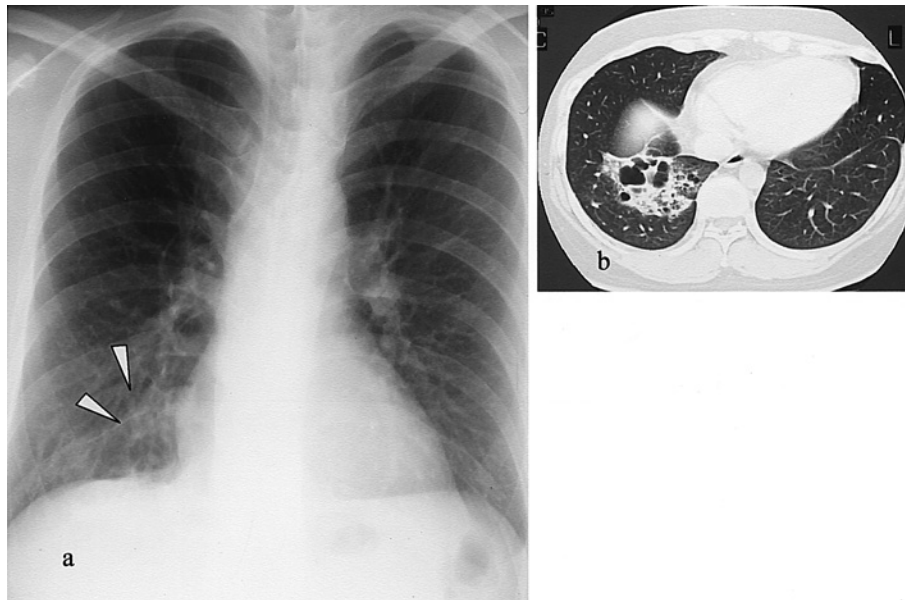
Chest radiographs showing a node in the right lower lobe (a). Chest computed tomography using a venous bolus injection showing the node and cystic lesion with calcification in the right lower lobe. The scan shows no abnormal vessels (b) (Case 2).
